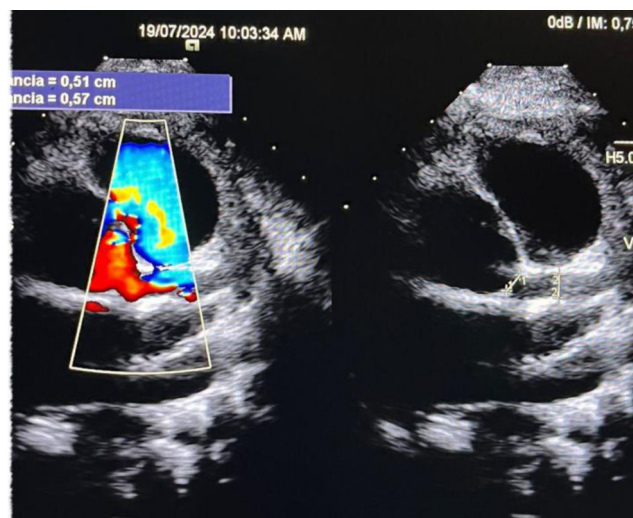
Ecocardiograma posquirúrgico. No hay fuga en el túnel aortopulmonar.
